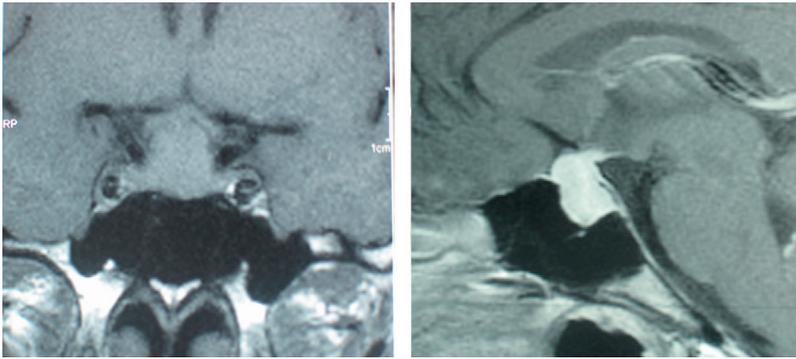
Aspect en IRM hypophysaire (coupe coronale à gauche et coupe sagittale à droite) chez une patiente vers le 8^e mois de grossesse présentant une hypophysite lymphocytaire.
